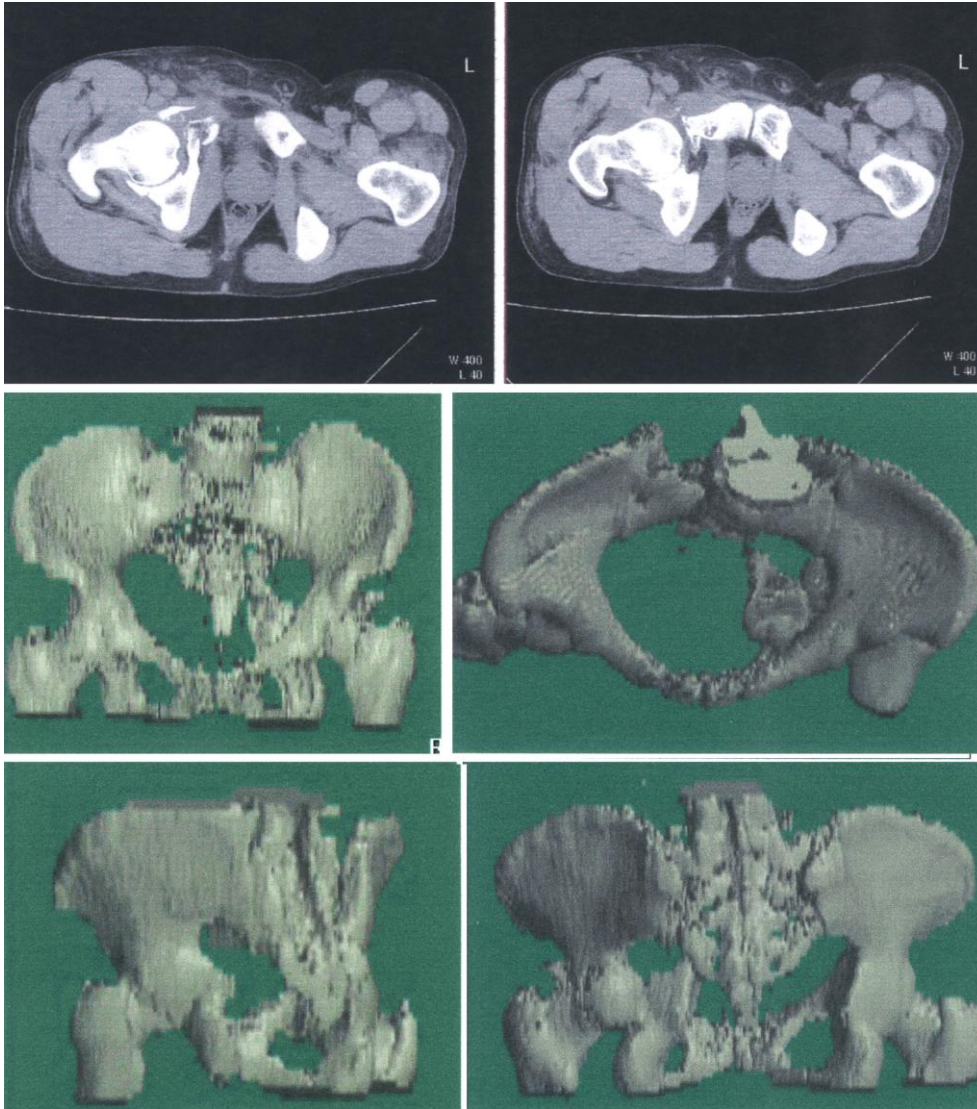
Компьютерная томография с моделированием объемного изображения
